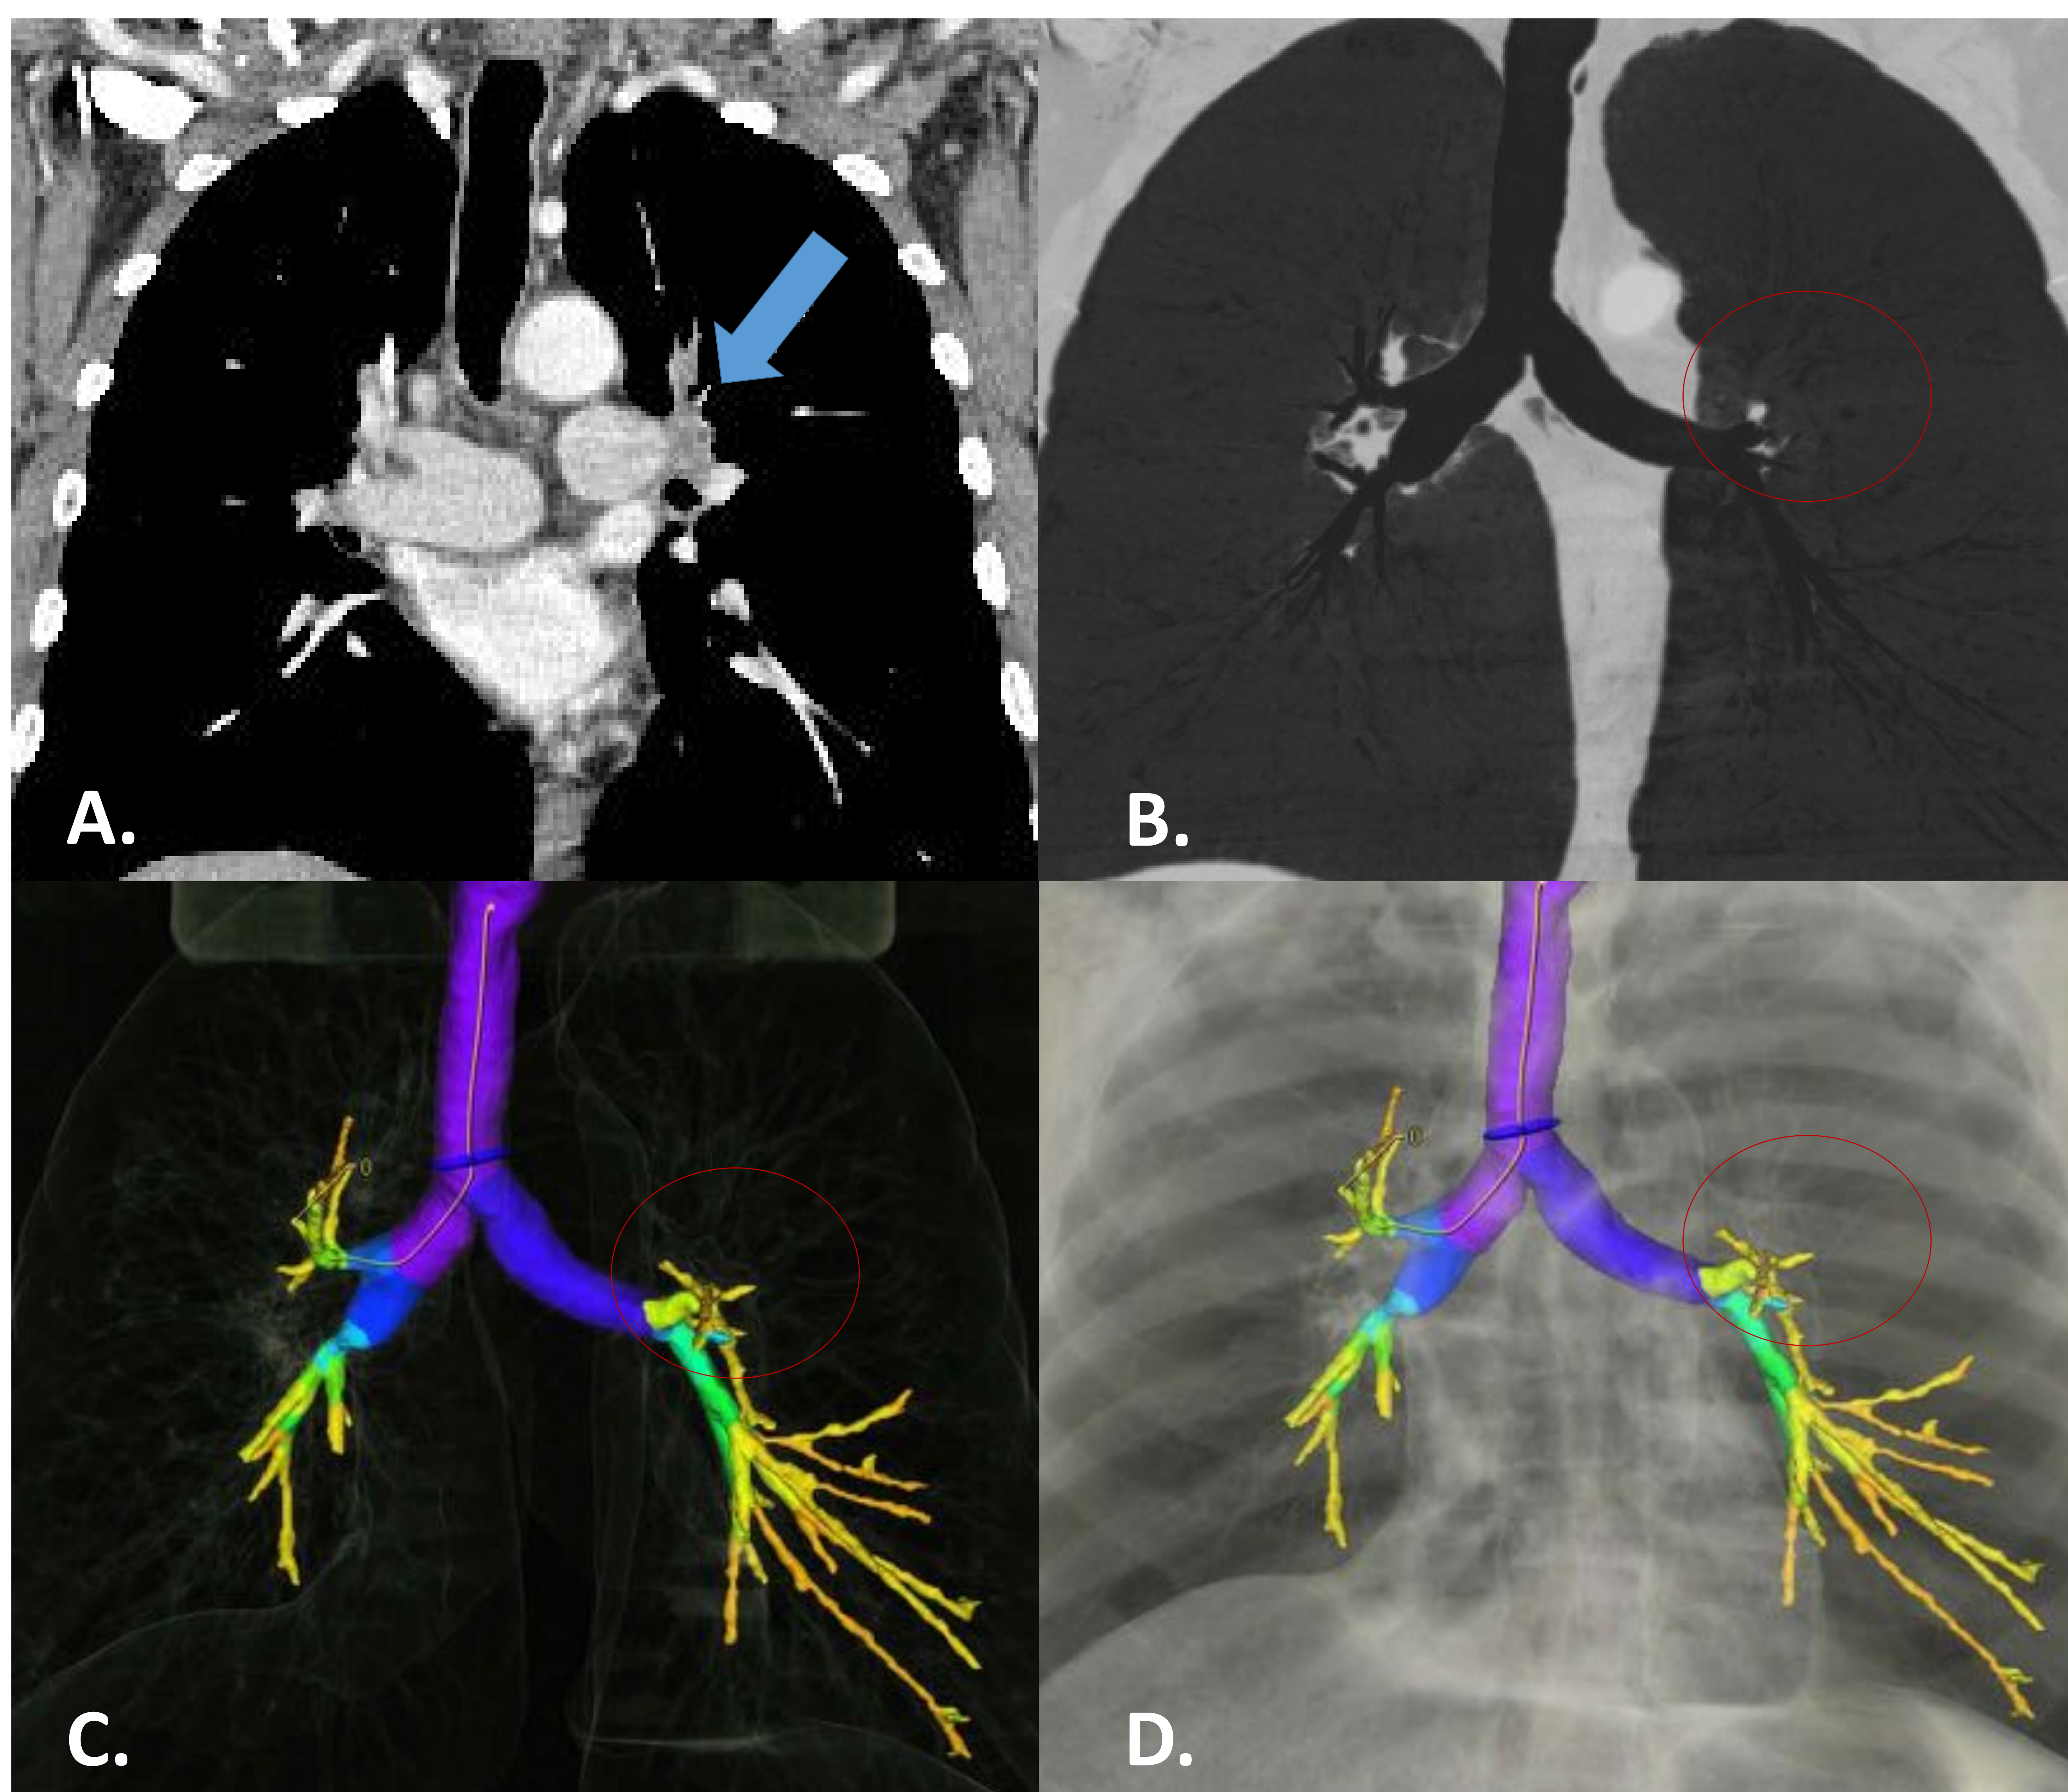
Metástasis endobronquiales hematógenas de adenocarcinoma de pulmón en un hombre de 65 años. A. Imagen coronal de TC con contraste muestra una masa que realza heterogéneamente (flecha) en el bronquio del lóbulo superior izquierdo. Las reconstrucciones mMIP (B) y 3D (C y D) muestran la interrupción del bronquio superior izquierdo (círculos).
